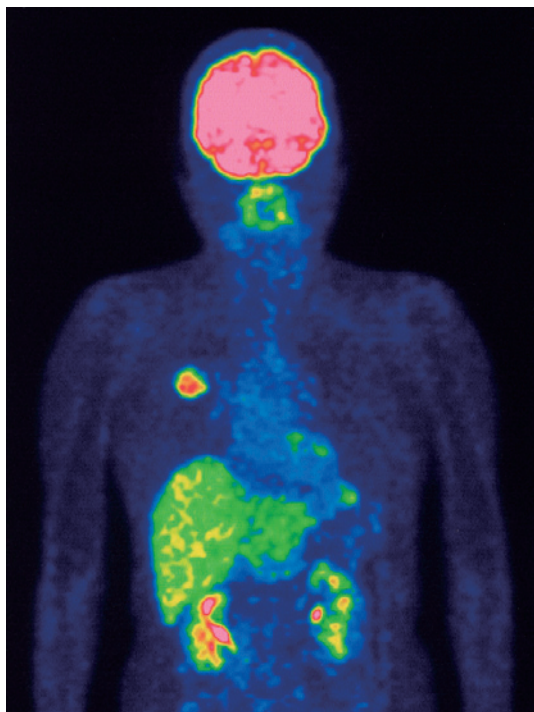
Positron-emission tomographic scan reveals a mass in the right upper lung field.
